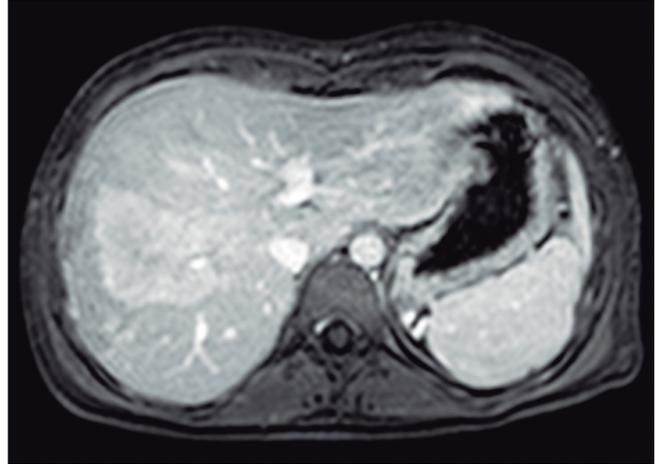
Imagen de resonancia magnética ponderando secuencia T1 con supresión grasa tras la administración del contraste, que demuestra un refuerzo moderado y heterogéneo de la lesión con menor realce central. Se puede apreciar un sector de la vena suprahepática media atravesando el seno de la masa
